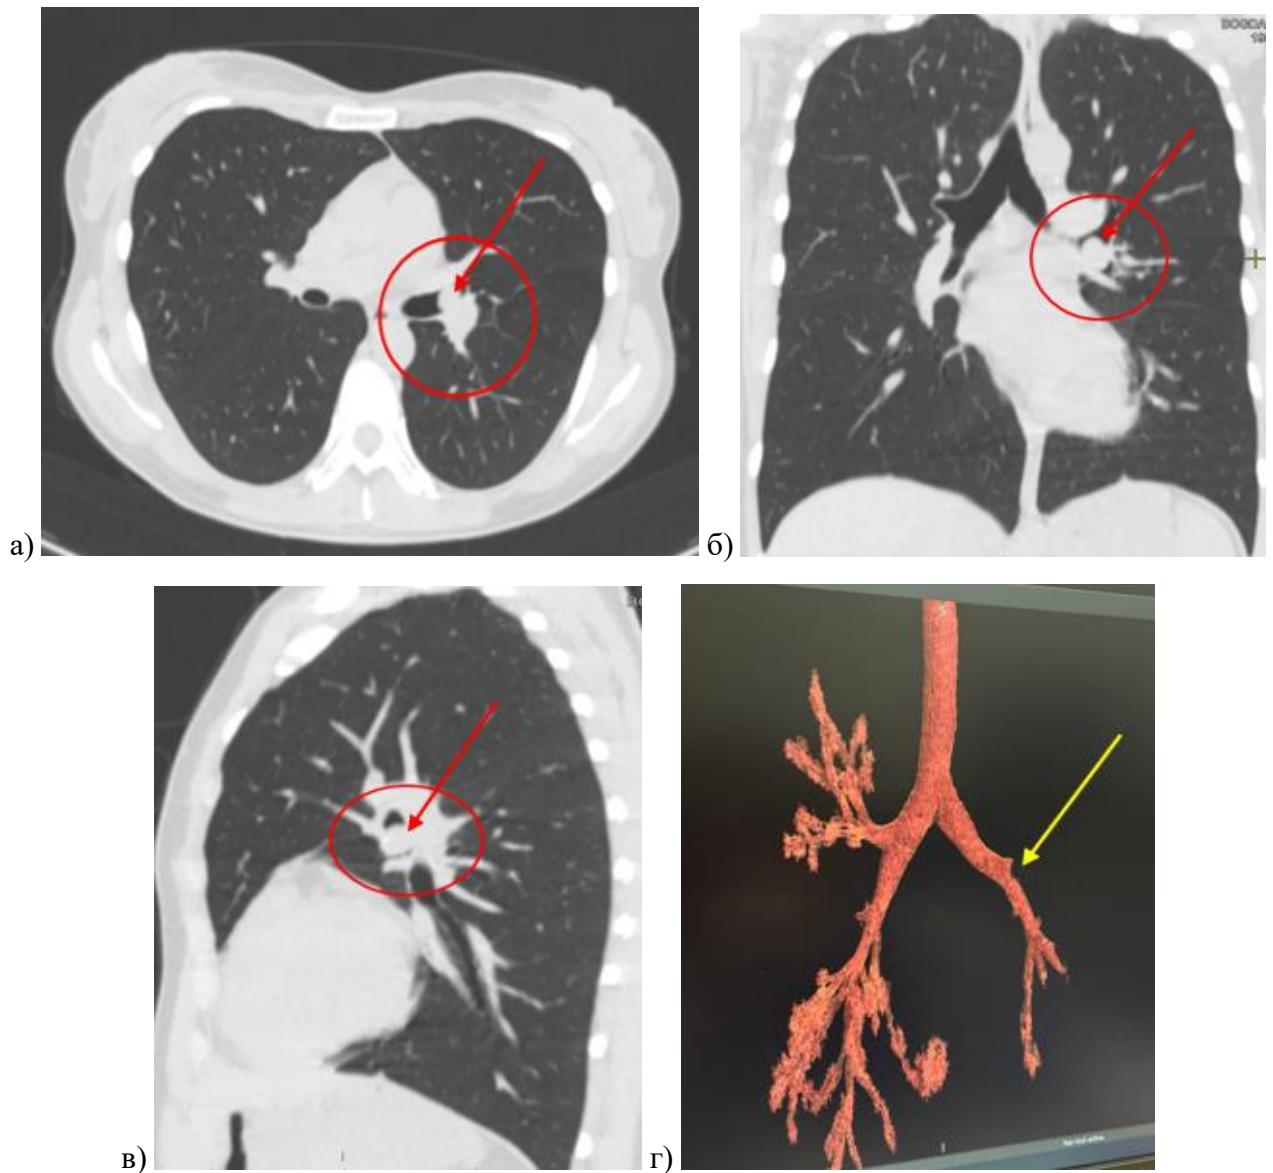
Пациентка Б. 31 года - МСКТ органов грудной клетки. Центральный карциноид верхнедолевого бронха слева, размером 11x15,5x8 мм: а - аксиальный срез; б - фронтальный срез, в -сагиттальный срез; г - 3D КТ моделирование бронхиального дерева до хирургического лечения: в области образования программа распознает как дефект стенки бронха с его обрывом
